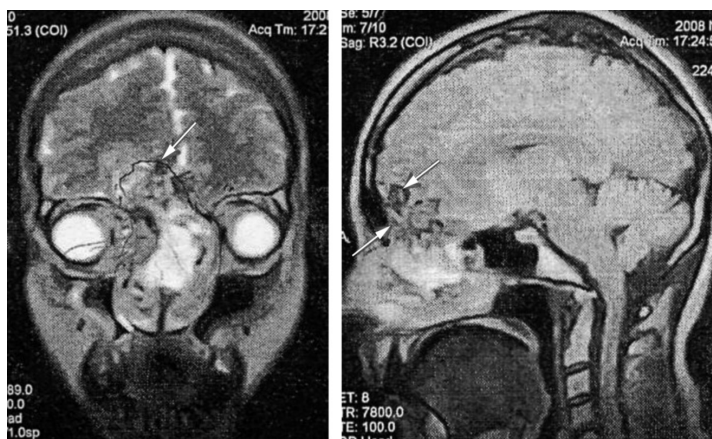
Хвора Ф., 34 р. МРТ хондросаркоми носової порожнини, інтракраніальний інтрацеребральний ріст.
